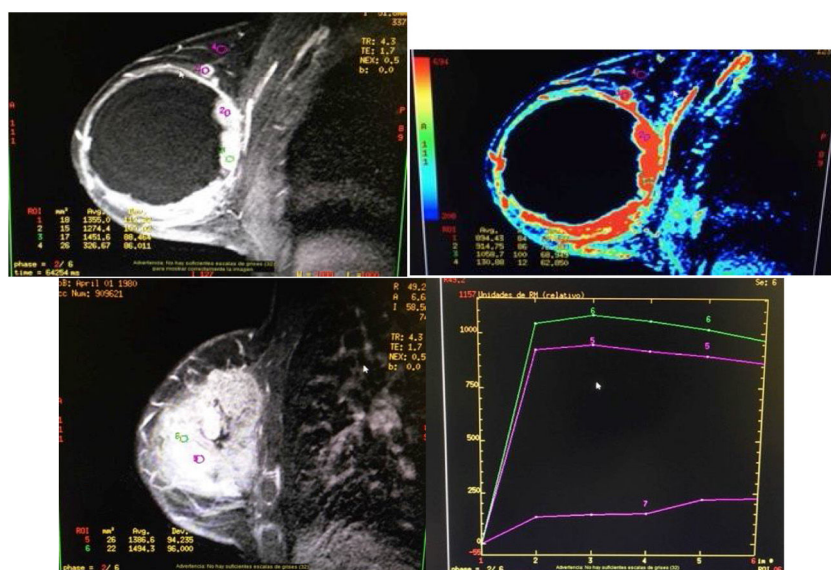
RMN y curvas de captación.
